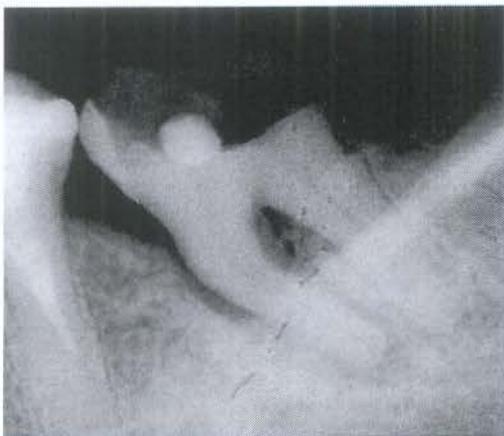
radiografia inicial do 38 com lesão endodôntica primária e envolvimento periodontal secundário.
